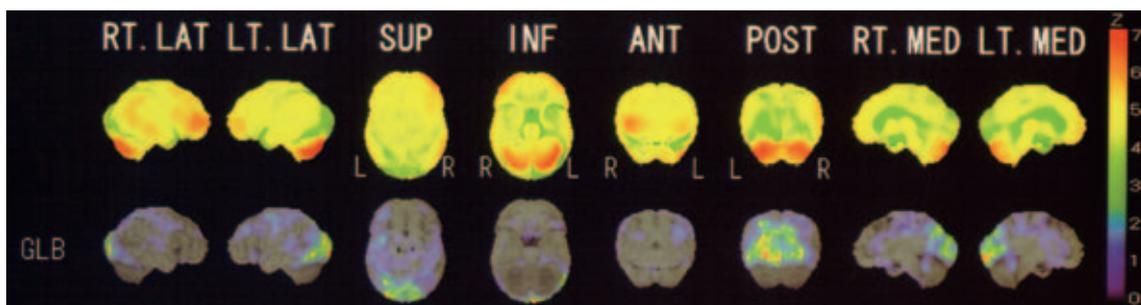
認知症を伴うパーキンソン病患者の脳血流SPECT画像
